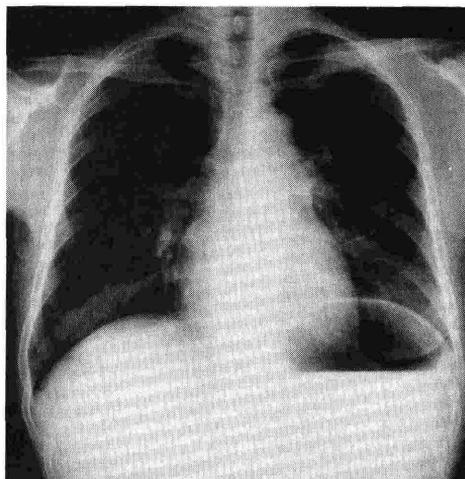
Chest X-ray film at discharge. Cardiothoracic ratio reduced to 50%, and vascular marking was normalized.
